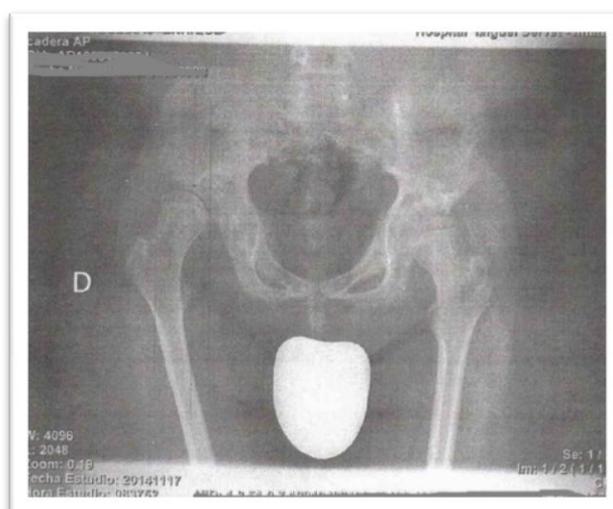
RADIOGRAFÍA ANTEROPOSTERIOR DE CADERAS EN 2014
